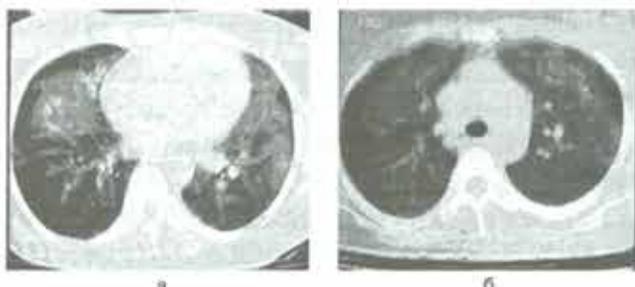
(а, б). Интерстициальный отек легких у больной с острым респираторным дистресс-синдромом, развившимся вследствие тяжелой травмы живота, множественных реинфузий крови и ее заменителей.
